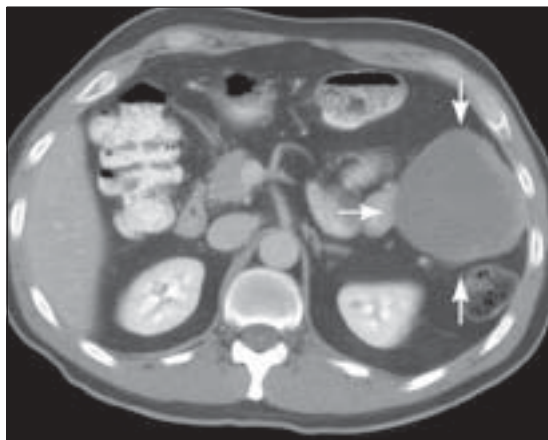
TAC abdominal mostrando una voluminosa lesión submucosa a nivel de intestino delgado, cuyo estudio posterior confirma un GIST. (Gentileza del Dr. Roberto Miranda, Servicio de Imagenología, Hospital FACH).
